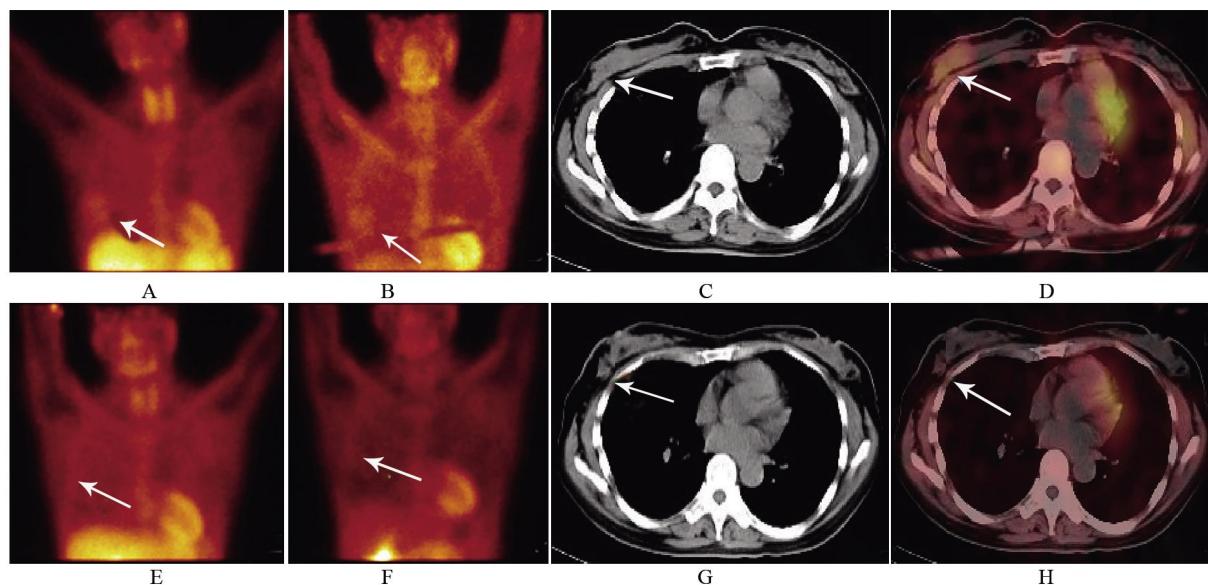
患者女,51岁,右侧乳腺浸润性腺癌,Ki-67 70%,NAC前SPECT平面显像示右侧乳腺区放射性增高影,早期相T/N比值为1.8(A,白箭),延迟相T/N比值为1.37(B,白箭),断层及融合图示上述放射性增高影于右乳外象限见4.7 cm×3.8 cm致密影(C、D,白箭)。NAC后SPECT平面显像示右侧乳腺区放射性增高影较前减低,早期相T/N比值为1.19(E,白箭),延迟相T/N比值为1.21(F,白箭),断层及融合图(G、H,白箭)示原右乳外象限致密影较前缩小,大小约2.9 cm×2.2 cm。
